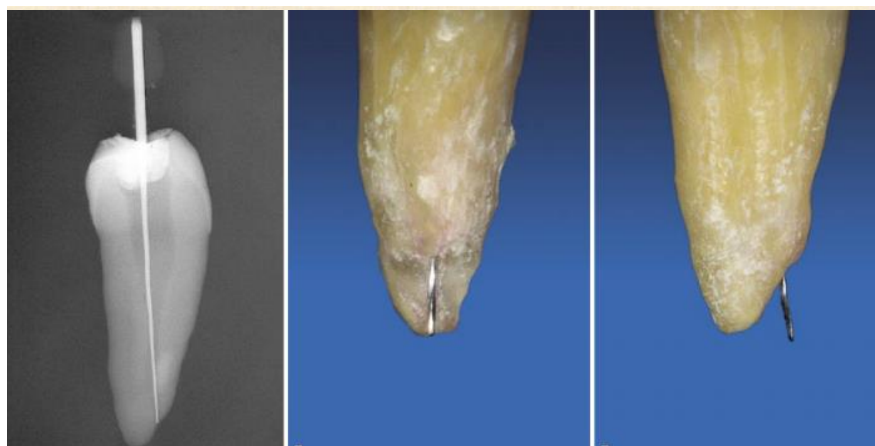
Инструмент выведен за апикальное отверстие корня зуба но рентгенологически соответствует уровню рентгенологической верхушке.
